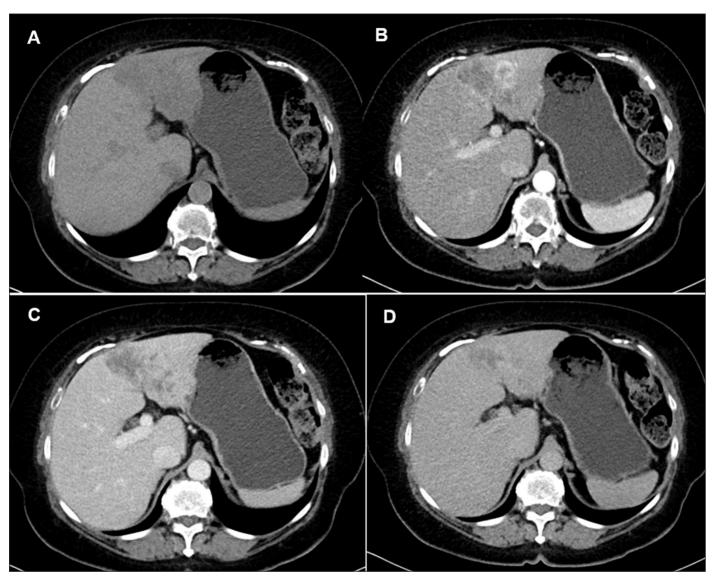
Mujer de 77 años, asintomática con hallazgos incidental de lesión hepática. Tomografía de Abdomen con contraste endovenoso corte axial que muestra masa hepática heterogénea que compromete los segmentos III-IV, de 64 x 60 mm que corresponde a un CCIH formador de masa. A. Fase sin contraste: masa hipodensa irregular. B. Fase Arterial: hiperrealce periférico de la masa (anillo de refuerzo). C y D. Fases venosa portal y tardía: progresivo realce centrípeto variable con hiperatenuación de la masa.
